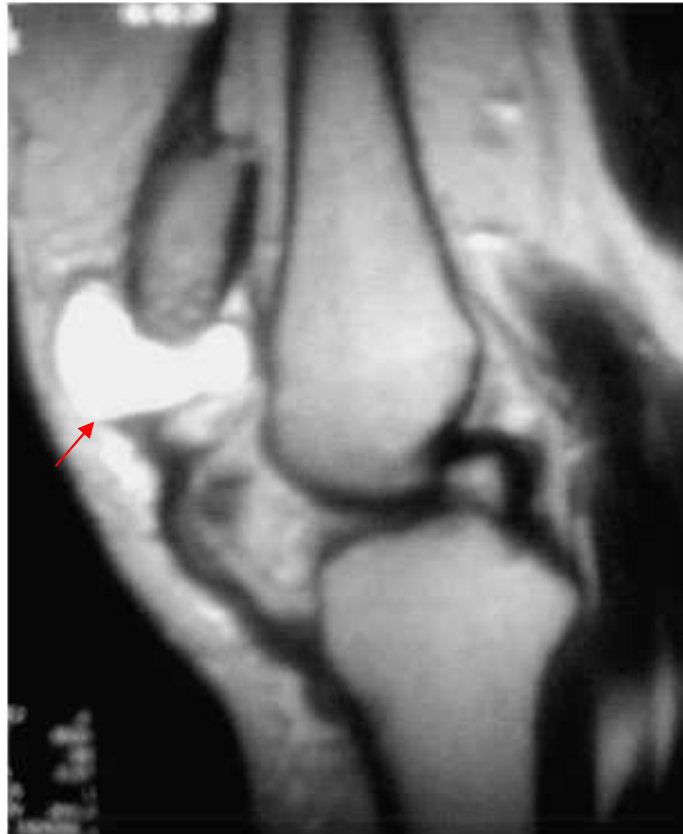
image d'IRM du genou droit montrant un tendon rotulien rompu avec un gros kyste remplaçant la partie proximal du tendon [20]
